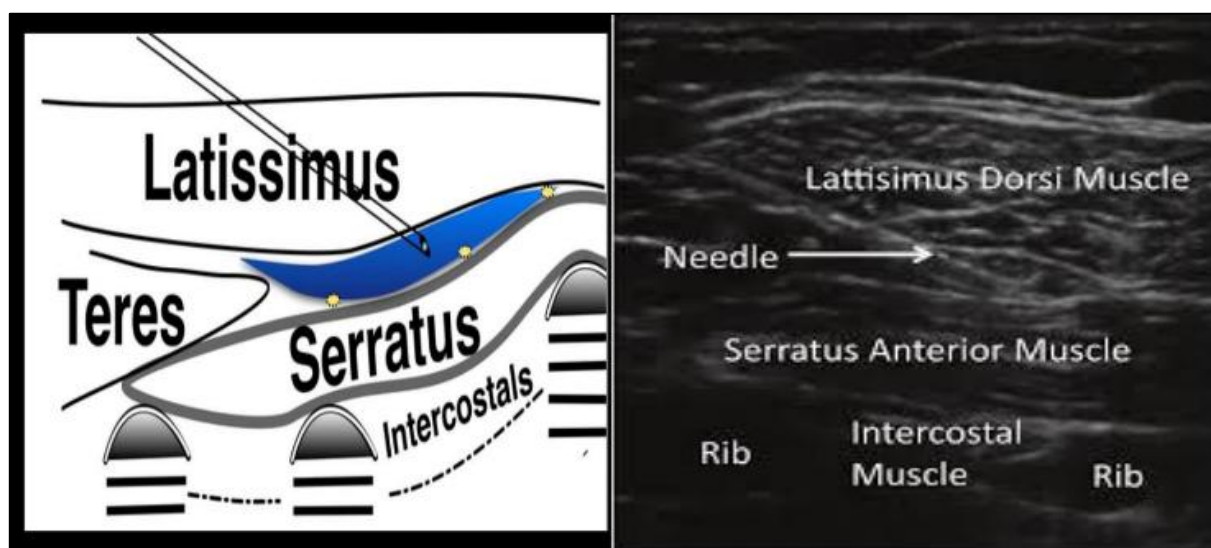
Image échographique du serratus plan block montrant la dissémination d'anesthésie locale entre le serratus antérieur et le grand dorsal.
